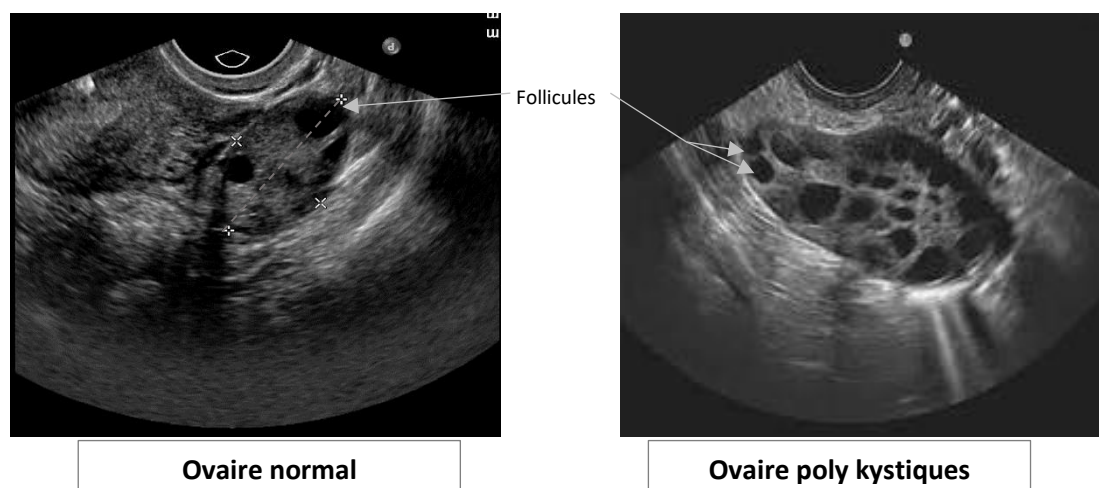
Image en échographie 2D d'un ovaire normal et un ovaire d'aspect poly kystique (Robin et al, 2012).
